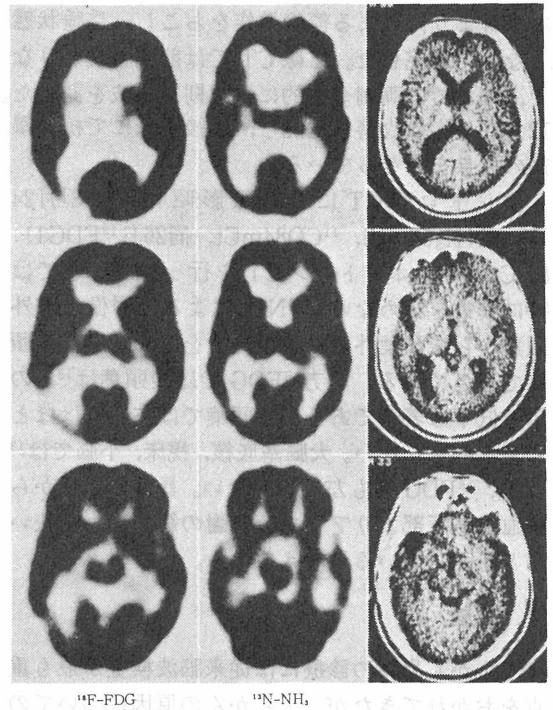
Positron CT and X-ray CT of case 2 (33y. male). Decreased uptake of $^{13}\text{NH}_3$ in left T-O region is wider than that of ^{18}F FDG.
